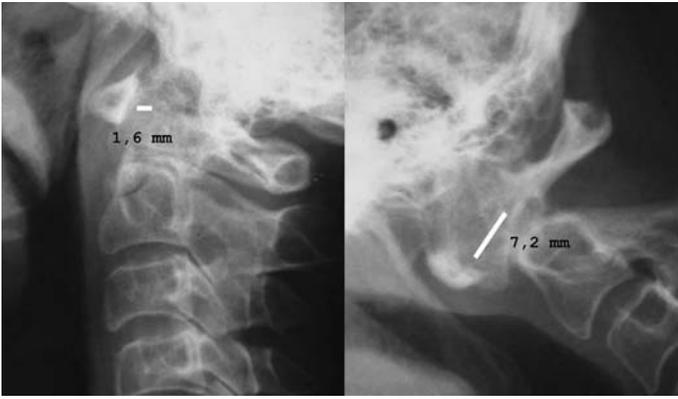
Caso demonstrando a importância da realização das radiografias dinâmicas. Radiografia em perfil mostrando na incidência em neutro DADA normal (1,6mm) e aumento significativo da DADA no perfil em flexão (7,2 mm)
